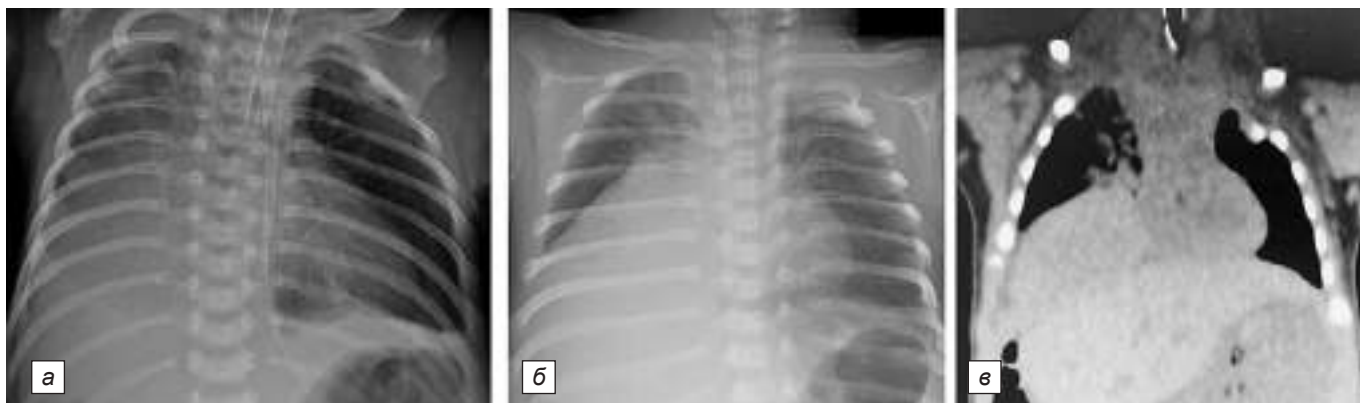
Обзорная рентгенография органов грудной клетки (а, б) и результаты КТ при повторном поступлении (в) девочки С.
